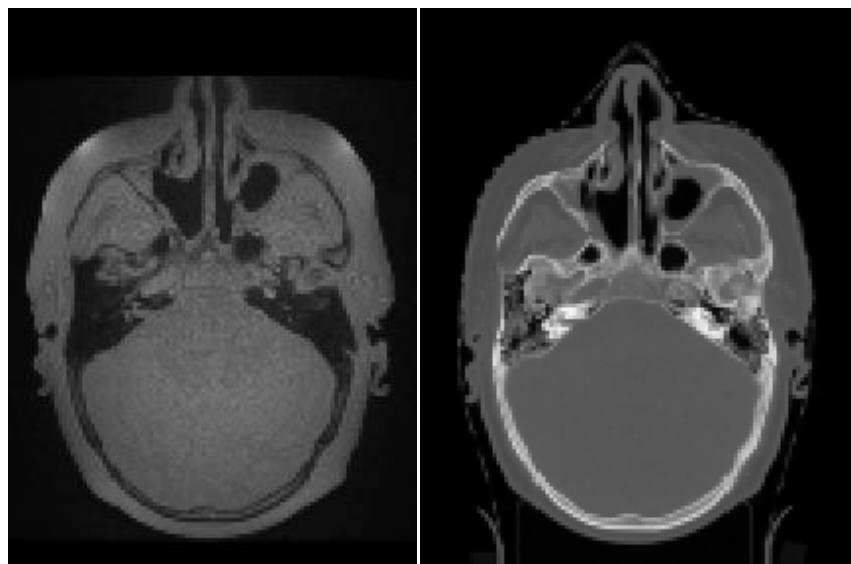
Exemple d'une image ZTE (à gauche), et sa coupe CT associée (à droite).
